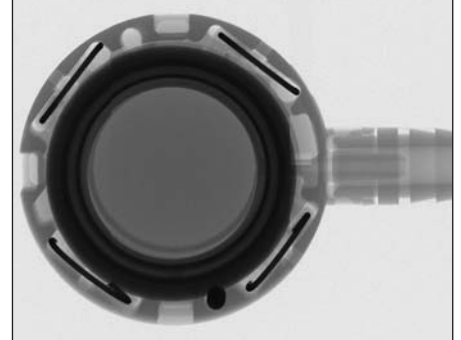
Cliché radiographique en vue de haut ou de bas du modèle standard du système LAP-BAND AP® avec voie d'entrée RapidPort® EZ
